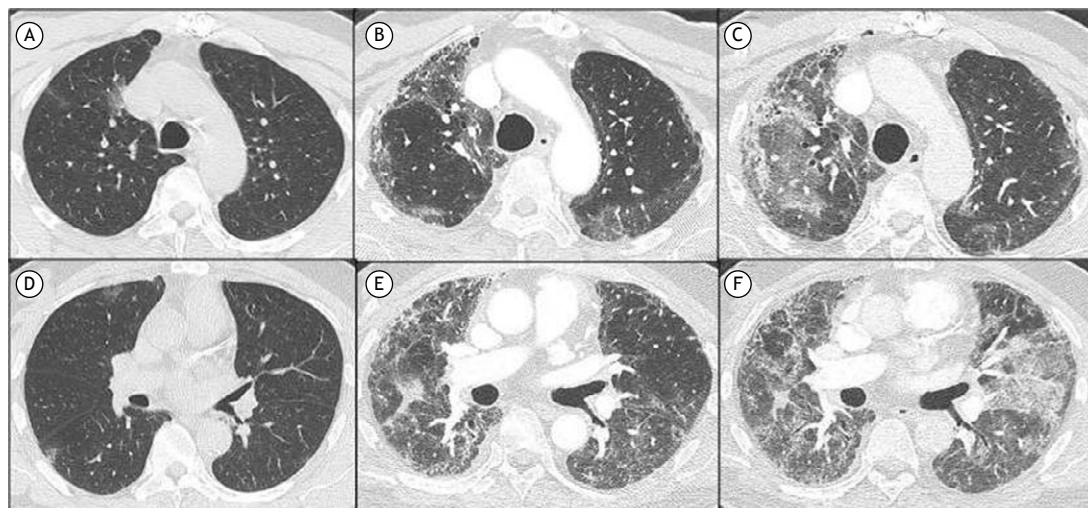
Tomografias computadorizadas de tórax demonstrando opacidades em vidro fosco leves e parênquima pulmonar preservado alguns dias após o início dos sintomas (A e D); opacidades em vidro fosco periféricas persistentes nos lobos superiores e opacidades em vidro fosco, reticuladas e bronquiectasia de tração nos lobos inferiores dois meses após o início dos sintomas (B e E); novas opacidades em vidro fosco e consolidações sobrepostas ao padrão anterior na readmissão (C e F).
